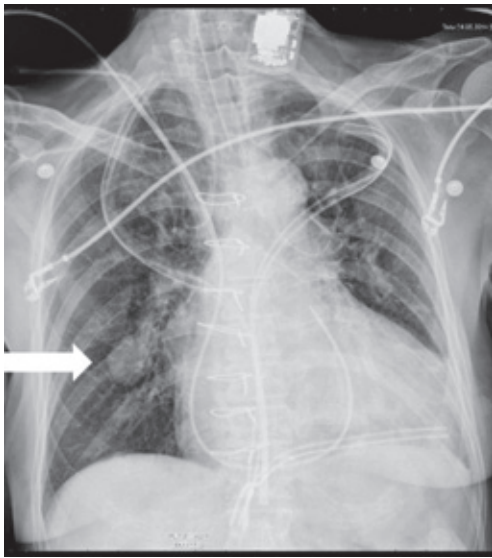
Рентгенограмма органов грудной клетки, выполненная после ТС. Тромбированная ложная аневризма сегментарной ветви ЛА указана стрелкой
